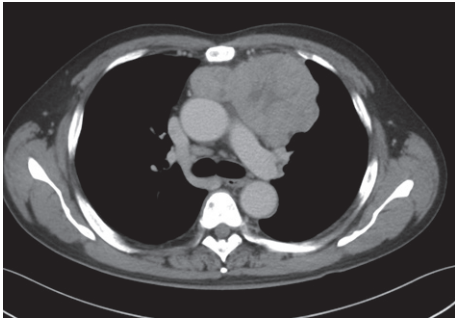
Contrast-enhanced thoracic transaxial computed tomography image shows a soft-tissue density mass in the anterior mediastinum.
